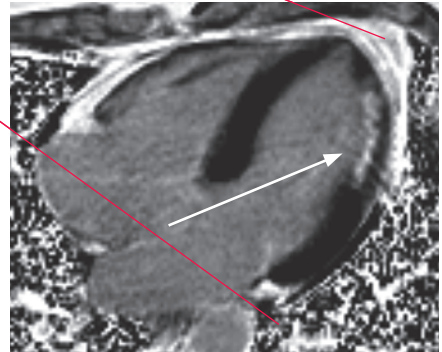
Kardiale Magnetresonanztomografie (CMR)
